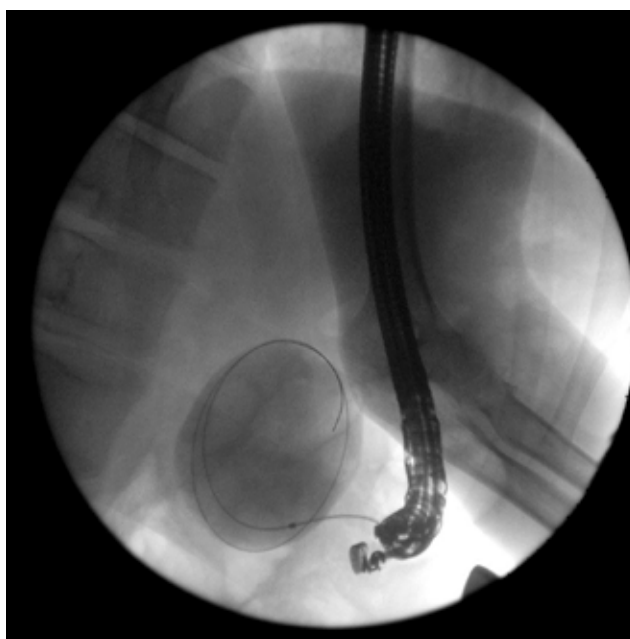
Рентген-контроль введения струны-проводника в полость кисты
